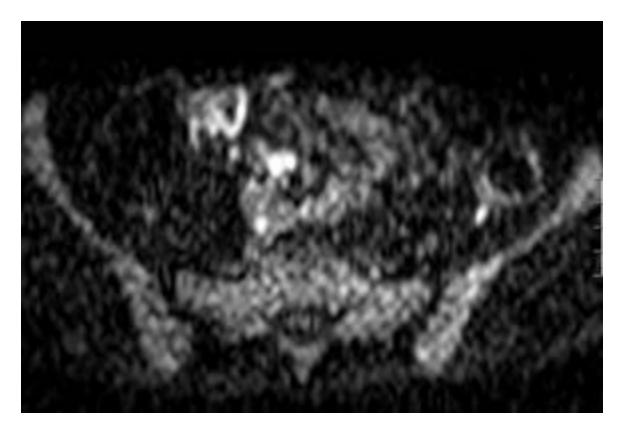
ERM DWI axial. Restricción de la señal parietal del íleon distal.
